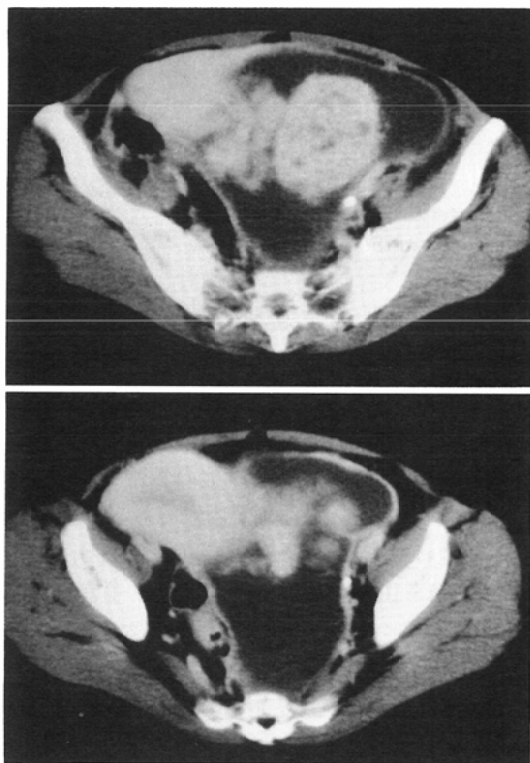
Two contiguous scans of the contrast-enhanced pelvic CT reveal a low density mass with enhancing components which displaces the uterus to the right. CT number of the low density part is 15HU, the enhancing part, 120HU.
